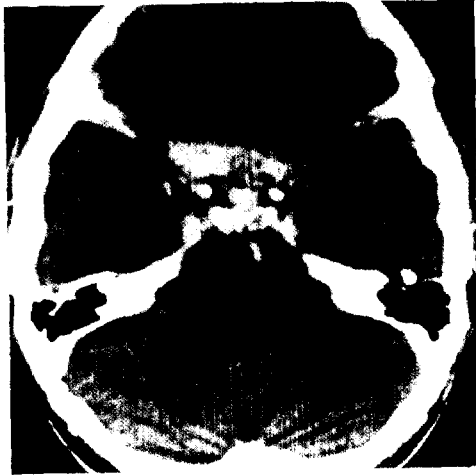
Neuroblastoma, metastasis to the brain. Axial BR CT shows enhancing lesion in posterior frontal and optic chiasm.
